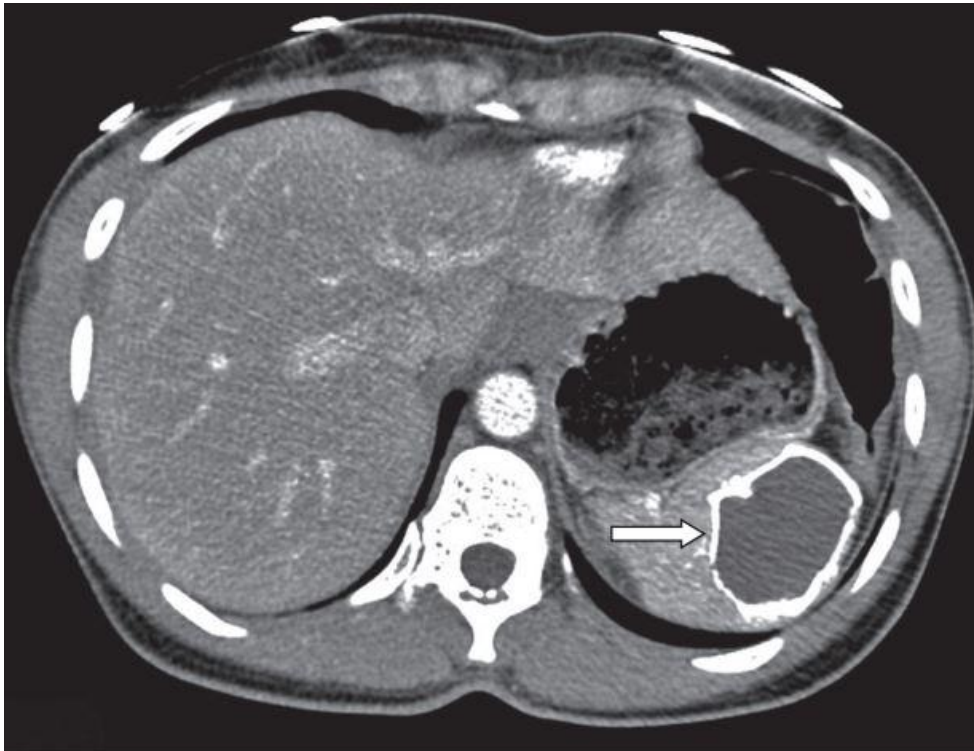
Faux kyste splénique à la TDM [25]
